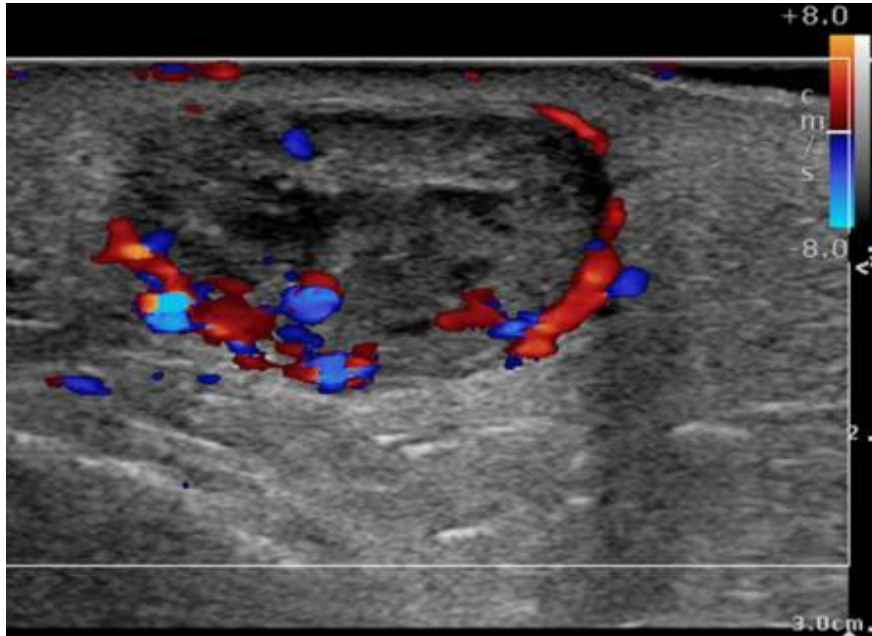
Couleur Doppler montre une masse solide, hétérogène et hypoéchogène, avec une vascularisation interne. La masse n'a pas l'apparence typique d'une lésion bénigne. Elle s'est avérée être un sarcome synovial à l'examen pathologique [37]
